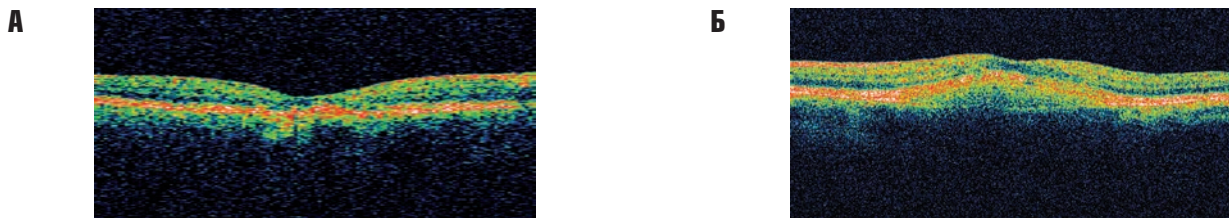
Оптическая когерентная томограмма макулярной области OD (А) и OS (Б)
